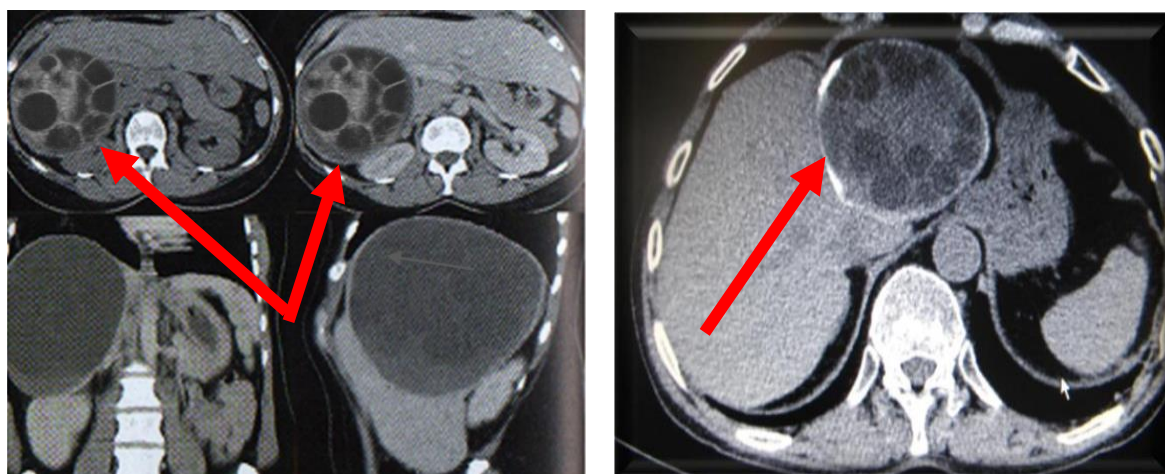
КТ (1). МРТ (2). Эхинококковые кисты правой доли печени
